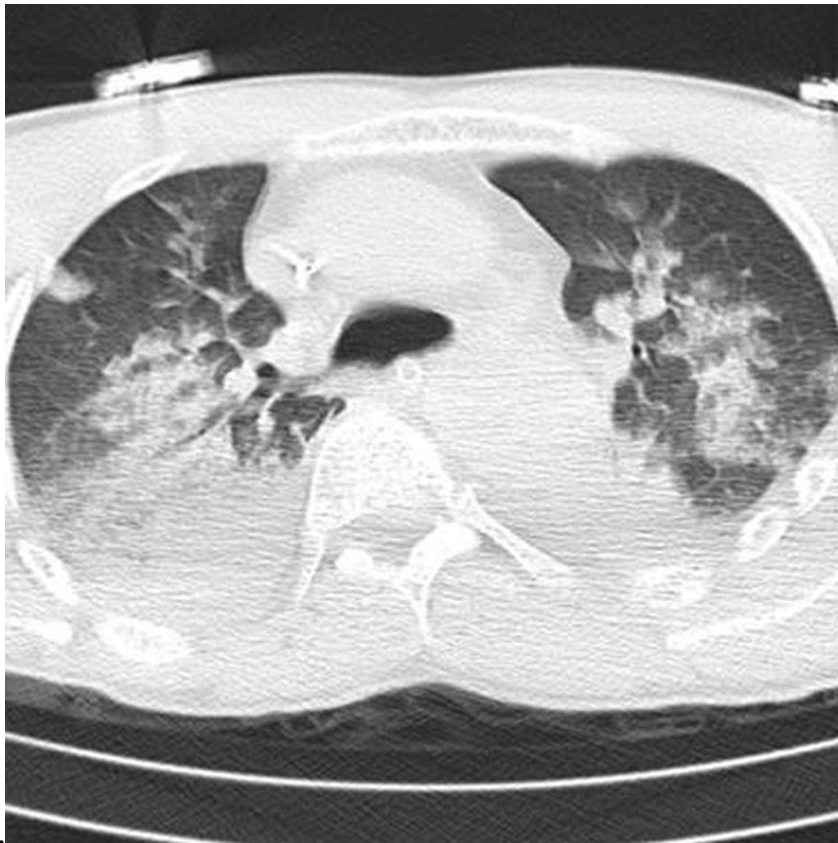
КТ органов грудной клетки. Отек легких.
